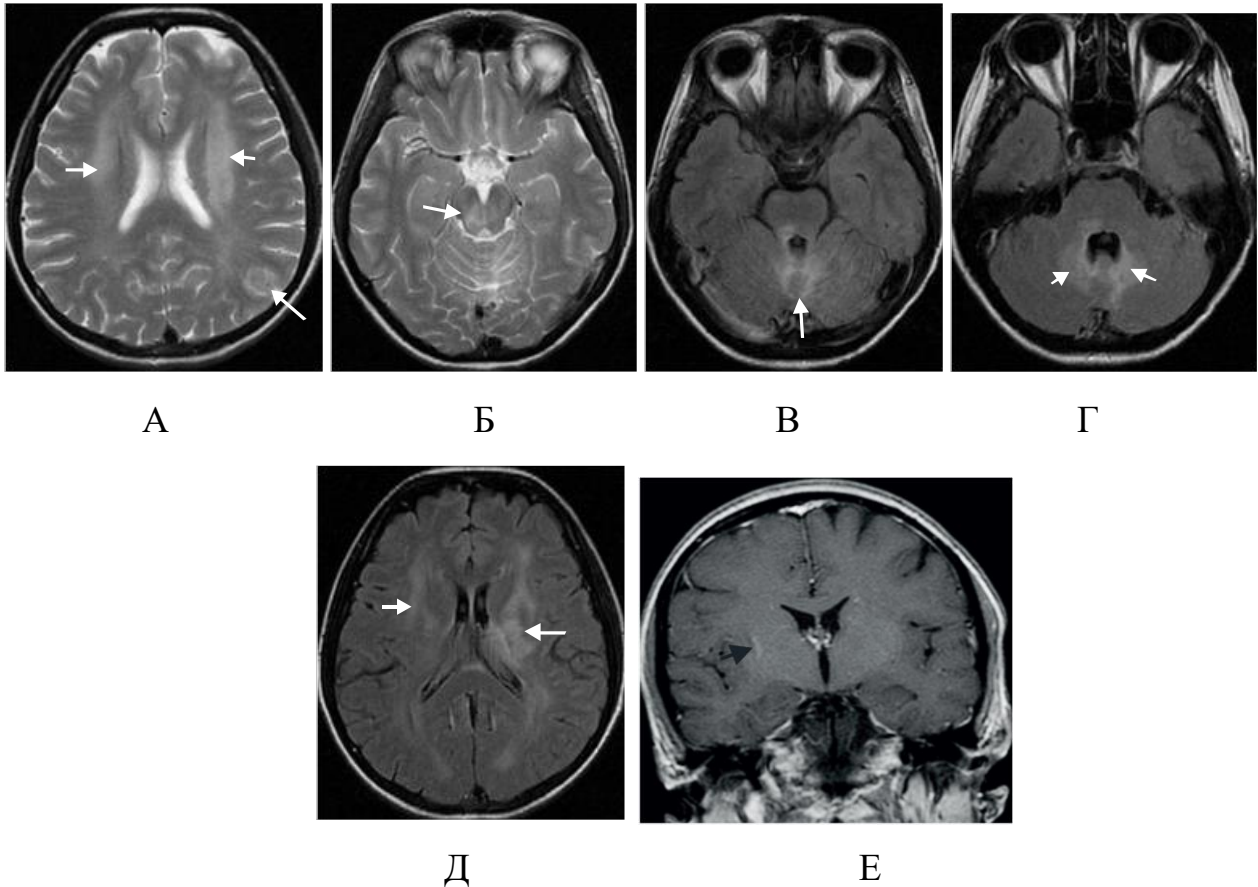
Пациент К., 36 лет. ВИЧ-энцефалит с развитием СВИ. Начало АРТ в марте 2013г. CD4=10 кл/мкл (2%), ВН=46804коп/мл. С апреля прогрессирование неврологической симптоматики (головные боли, заторможенность, потеря памяти) на фоне снижения вирусной нагрузки, и стабилизации уровня CD4 лимфоцитов. На МРТ от 10.06.2013: А, Б - T2 ВИ, В, Г, Д – FLAIR, Е– T1 ВИ с контрастированием. Выявлено многоочаговое поражение головного мозга (белые стрелки) с нисходящим распространением преимущественно вдоль трактов от перивентрикулярных отделов белого вещества с обеих сторон (U-образные волокна интактны), с вовлечением стволовых структур (больше справа), до мозжечка - поражены дентальные ядра, червь. Выявленные изменения не накапливают контрастное вещество (исключение составляет область колена правой внутренней капсулы, где визуализируется участок избирательного изменения интенсивности сигнала после внутривенного контрастирования – черная стрелка)
